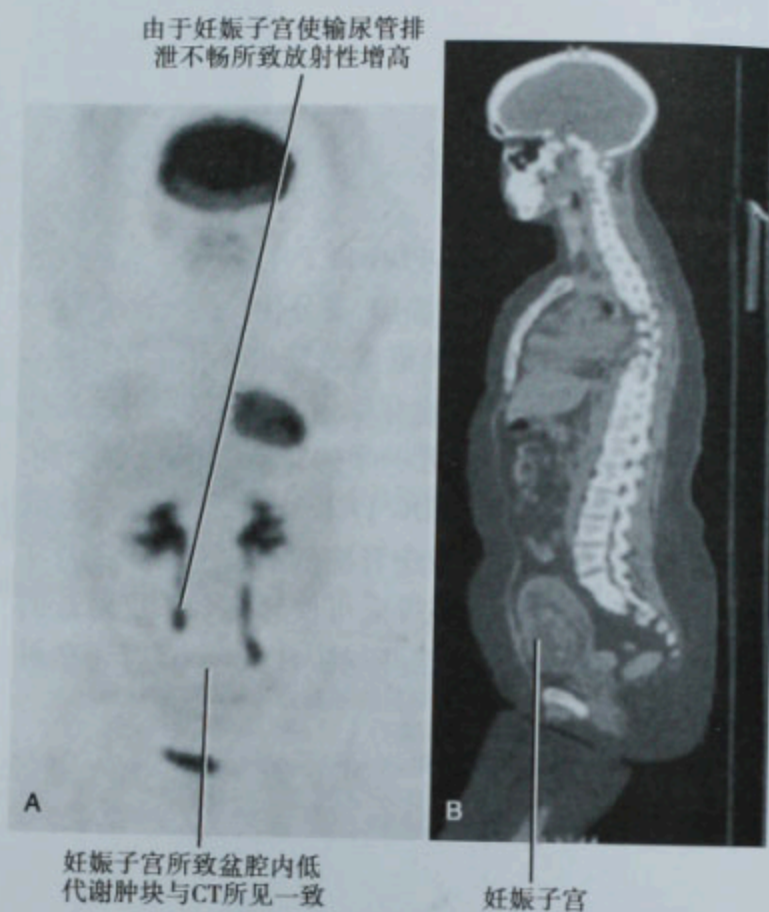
A. PET 冠状位图像示盆腔低代谢肿块,伴随意妊娠引起的尿路梗阻;B. 与 A 图同一患者的 PET 矢状面图像示意外宫内妊娠
